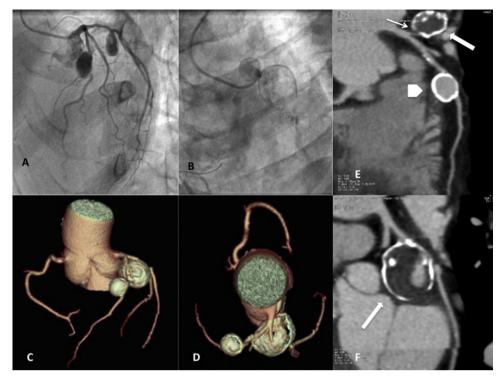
A y B: coronariografía; dilataciones aneurismáticas en el segmento proximal de la descendente anterior y de la circunfleja. C y D: angiografía por tomografía computarizada coronaria con 2 aneurismas coronarios calcificados saculares; el de mayor tamaño es el localizado en la circunfleja. E y F: imágenes de reconstrucción multiplanar; aneurisma de la arteria circunfleja de 30 × 24 mm (flechas), con cuello estrecho (E, flecha fina), pared calcificada (en «cascara de huevo»), trombo (la zona de baja densidad en el interior) y luz residual irregular; aneurisma de 15 × 14 mm en la arteria descendente anterior (E, cabeza de flecha), con pared también calcificada.
